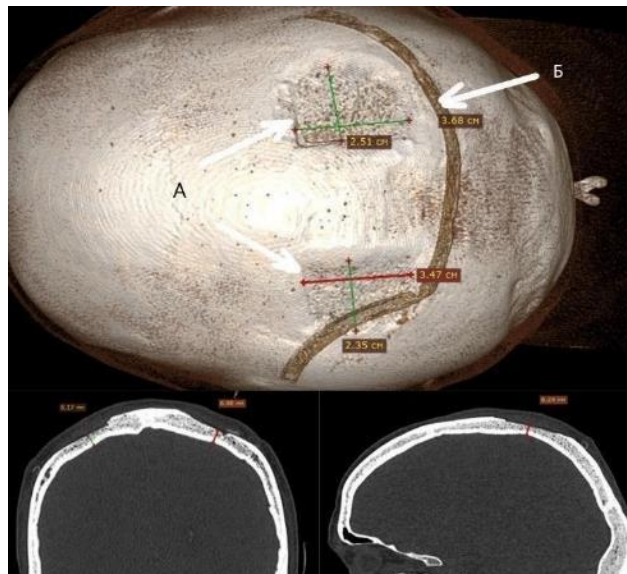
Контрольная КТ: донорская зона после забора аутотрансплантатов (А) и расположение дренажа (Б).
